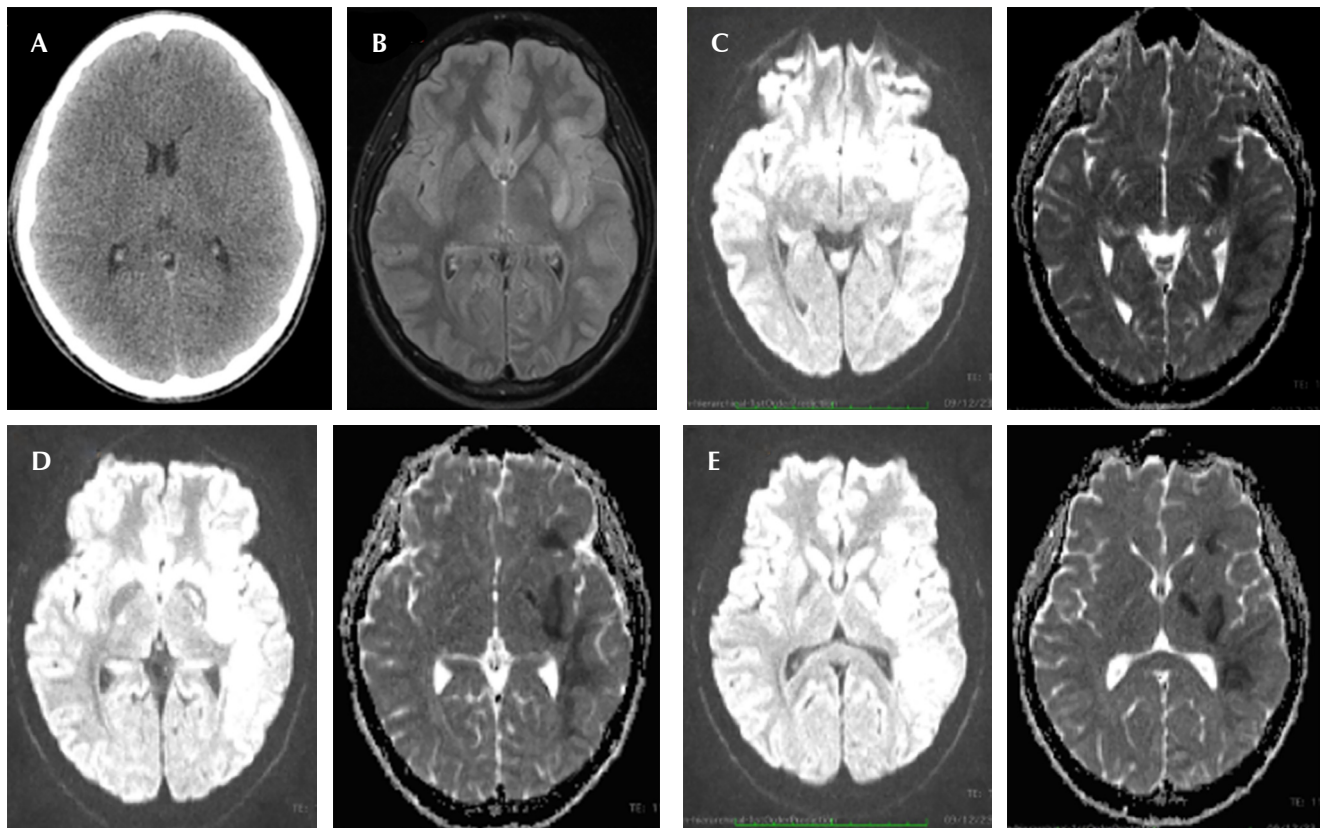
A) TAC simple de cráneo a nivel del sistema ventricular y núcleos de la base sin encontrar cambios de densidades. B) Resonancia magnética FLAIR. Se observan hiperintensidades en núcleos de la base izquierdos, involucrando putamen, globo pálido y región paraventricular del asta frontal y occipital ipsilateral. C) Resonancia magnética simple (RM) de cráneo, secuencias ADC (coeficiente de difusión aparente) y difusión. Existe restricción a la difusión en regiones paraventriculares del asta occipital y atrio izquierdo, así como en topografía del globo pálido ipsilateral. D) RM simple de cráneo, secuencias ADC y difusión. Cambios consolidados con restricción de la difusión en globo pálido interno y externo izquierdos. E) RM simple de cráneo en cortes axiales, secuencias ADC y difusión. Se observa restricción a la difusión en núcleos de la base izquierdos, involucrando putamen, globo pálido y región paraventricular del asta frontal y occipital ipsilateral.
